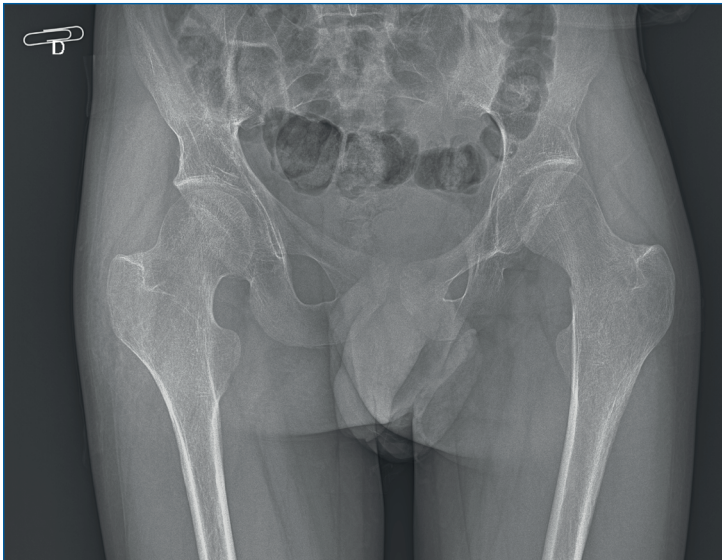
Radiografía antero-posterior de pelvis en paciente adulto con parálisis cerebral donde se aprecia displasia de cadera residual.
